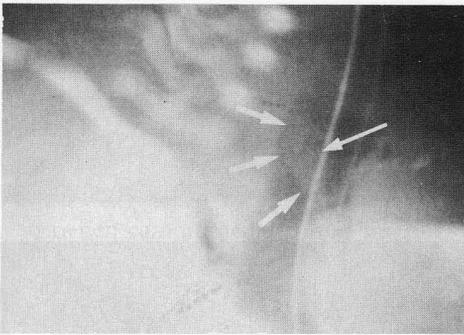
Radiografía lateral de cuello postintubación que muestra un efecto masa a nivel laríngeo (flechas).
